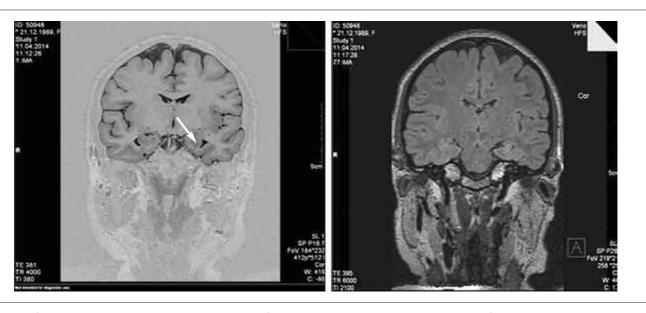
МРТ головного мозга пациентки М., 25 лет, с фармакорезистентной медиобазальной височной эпилепсией: на коронарных срезах в Т2- и FLAIR-режимах сканирования мезиальный височный склероз слева указан белой стрелкой.
